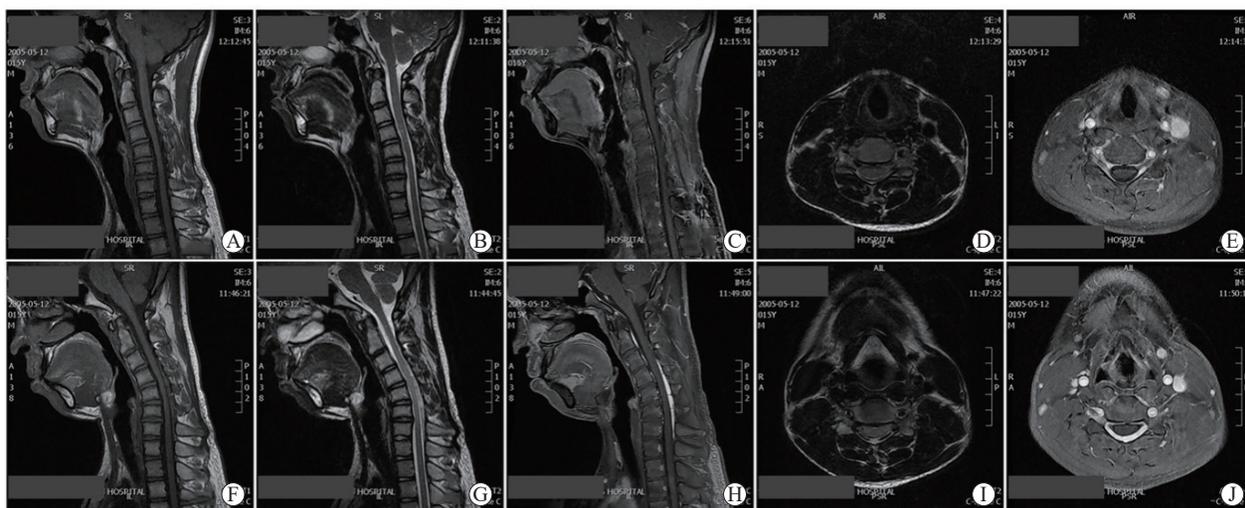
青少年上肢远端肌萎缩患者颈椎MRI平扫+增强检查结果
